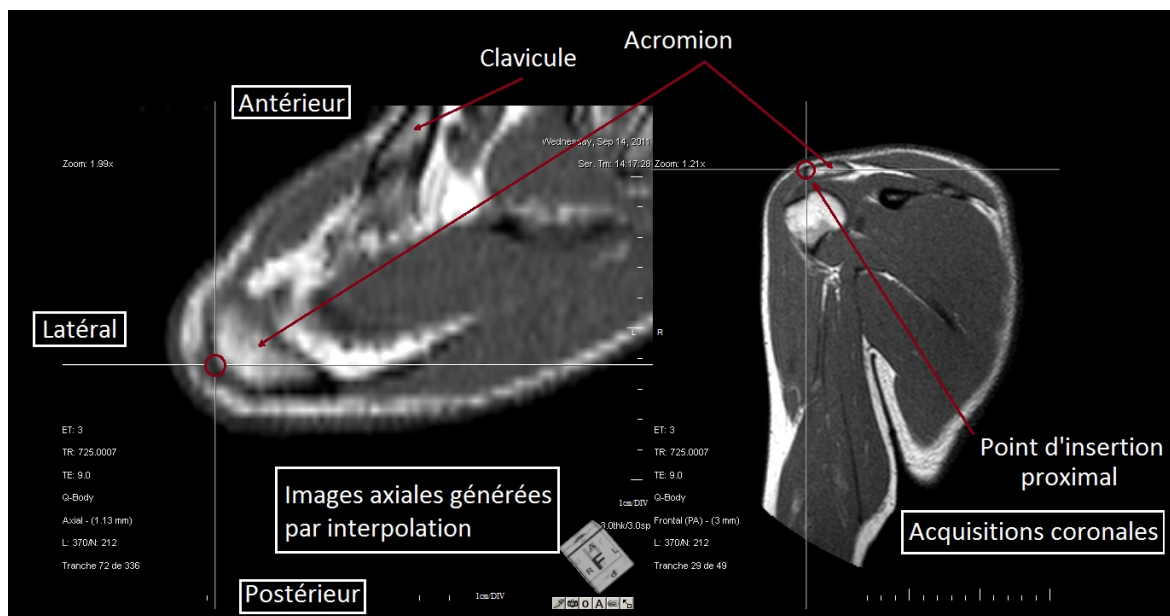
Point d'insertion proximale repéré des images IRM
